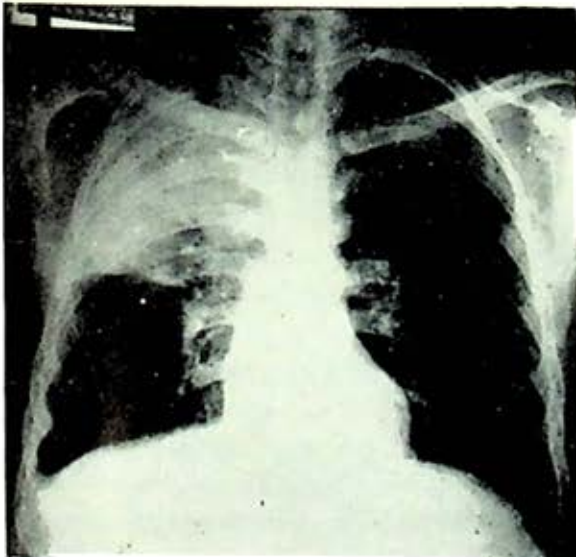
Radiografía postero-anterior de tórax en la que se observa una zona de condensación heterogénea en la mitad superior del campo pulmonar derecho.
